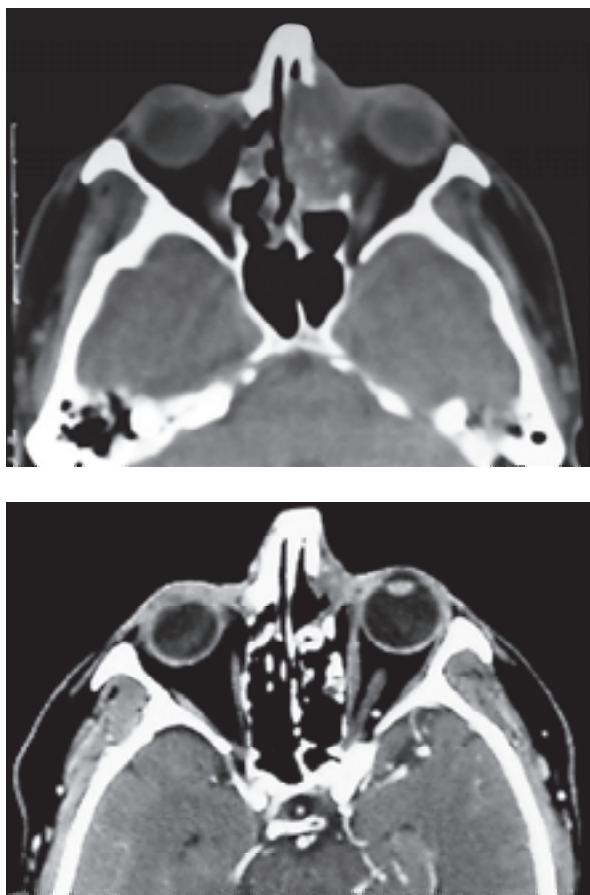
Комп'ютерні томограми голови у хворого на рак решітчастого лабіринту з поширенням у порожнину носа, верхньощелепну пазуху і орбіту до лікування та після курсу неоад'ювантної ПХТ з телегамматерапією.
